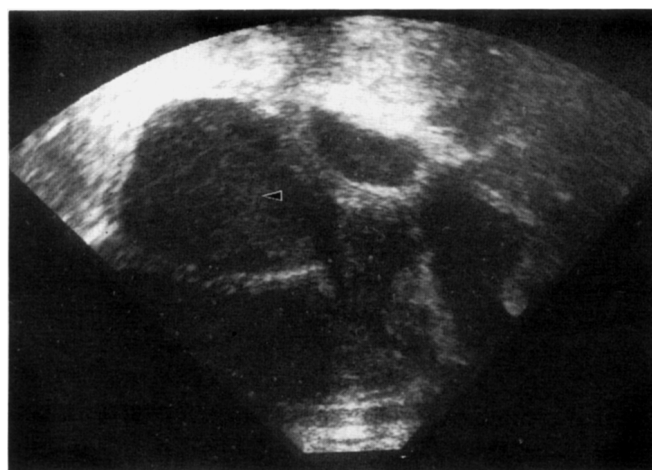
Échographie montrant un abcès de la fosse iliaque droite (tête de flèche) [41].
